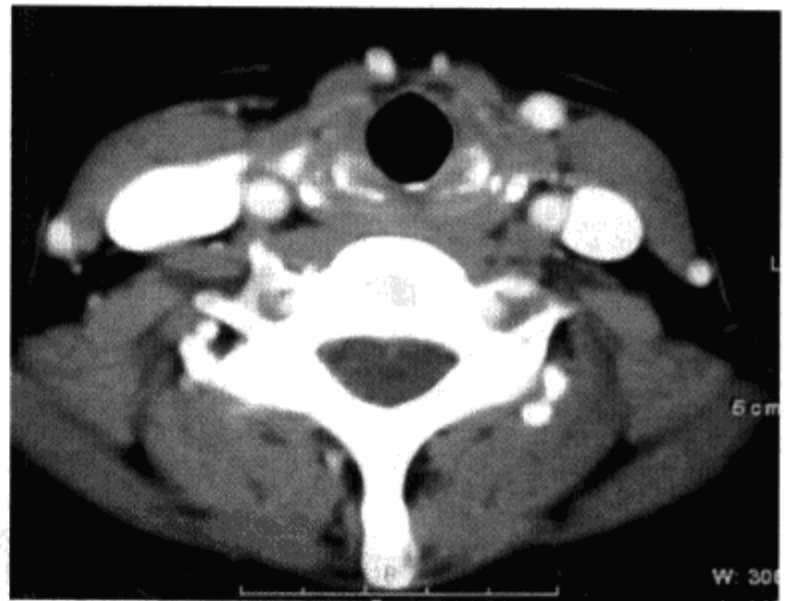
CT 增强扫描示正常下咽部环后区上部层面解剖结构 (二)
